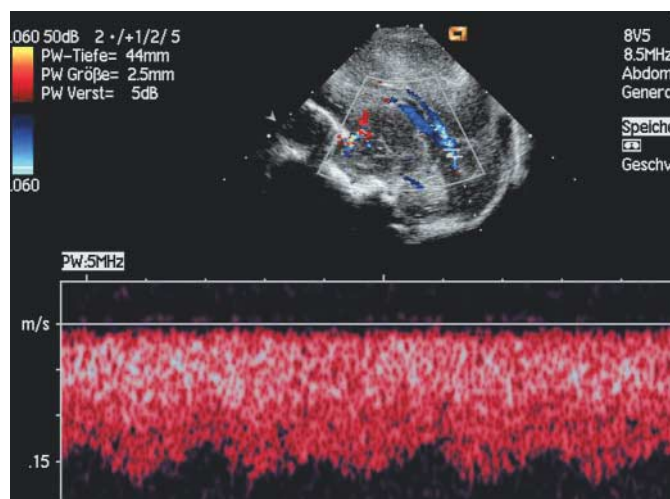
Dopplersonographische Flussmessung im Sinus rectus nach Zusammenfluss der Sinus sagittalis inferior mit der Vena cerebri magna Galeni und den beiden Venae basales Rosenthali. Anstieg der Flussgeschwindigkeit auf 15 cm/s im Vergleich mit den niedrigeren Flussgeschwindigkeiten in den Venae terminales und Venae cerebri internae.
